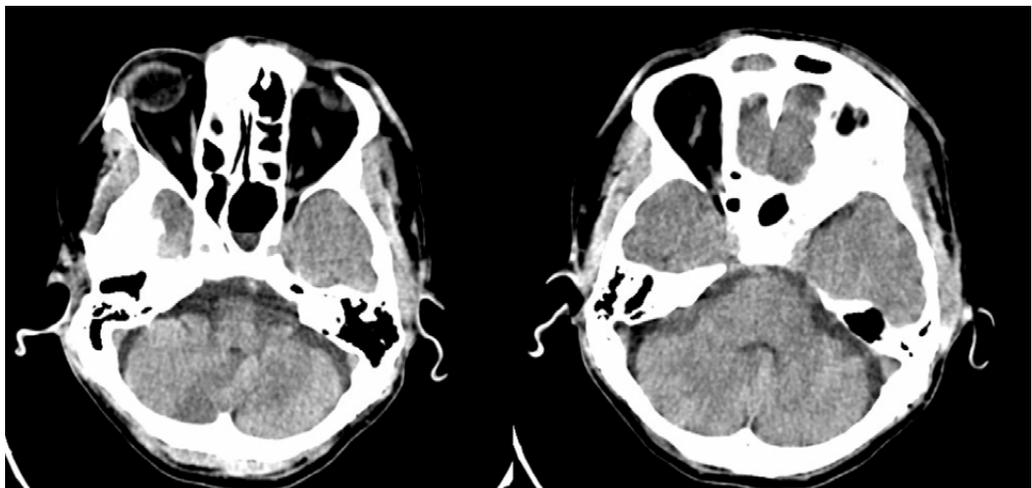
TAC posreperusión. Hipodensidades de ambos hemisferios cerebelosos
